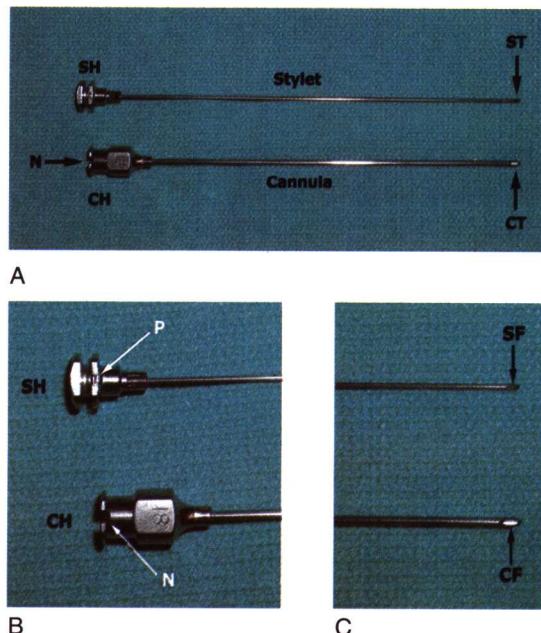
18G带芯的MONOJECT®SENSI-TOUCH穿刺针部件。A, 针芯尖端(ST)呈斜面型, 插入到套管内后, 针芯尖端斜面能与套管尖端(CT)相重合。套管座(CH)上的凹口(N)与针芯座(SH)上的小金属突起相吻合。B, 套管座(CH)和针芯座(SH)近观。针芯座的小金属突起(P)可紧密地嵌入套管座的凹口(N)内。C, 套管和针芯远端近观, 对应B图。套管的斜面(CF)和针芯的斜面(SF)位于穿刺针同侧, 与B图中套管的凹口方向一致。(MONOJECT®SENSI-TOUCH是Sherwood Services AG的商标, 以上物品经同意后拍照)。
